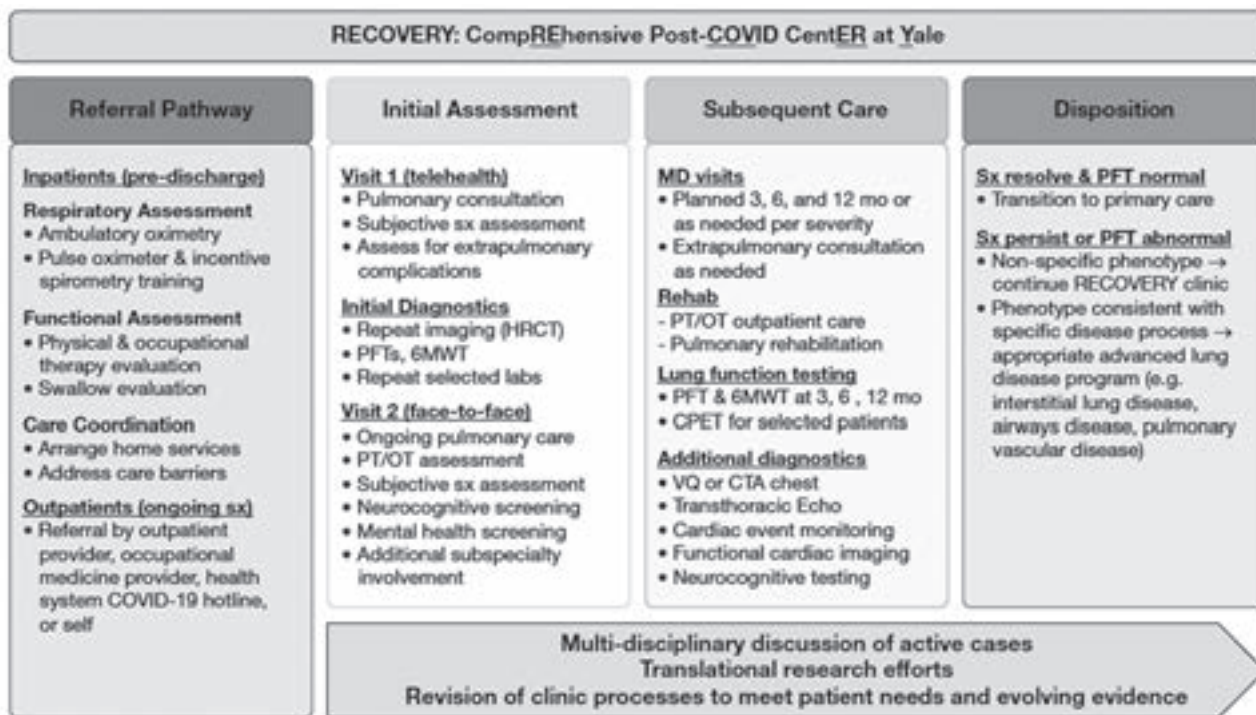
The RECOVERY clinic model. 6MWT = 6-min walk test; COVID-19 = coronavirus disease 2019; CPET = cardiopulmonary exercise testing; CTA = CT angiogram; Echo = echocardiogram; HRCT = high-resolution CT; OT = occupational therapy; PFT = pulmonary function test; PT = physical therapy; RECOVERY = Comprehensive Post-COVID Center at Yale; sx = symptom; VQ = ventilation-perfusion scan.
